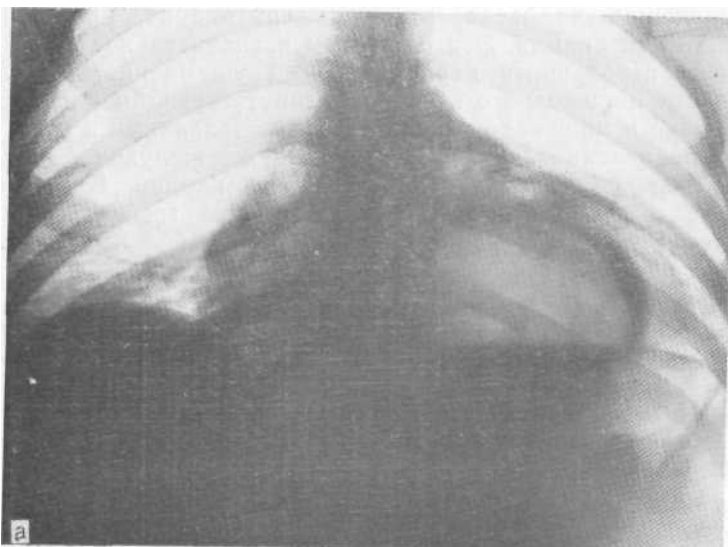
Обзорная рентгенограмма до (а) и после (б) приема бариевой взвеси. Грыжа пищеводного отверстия диафрагмы.
